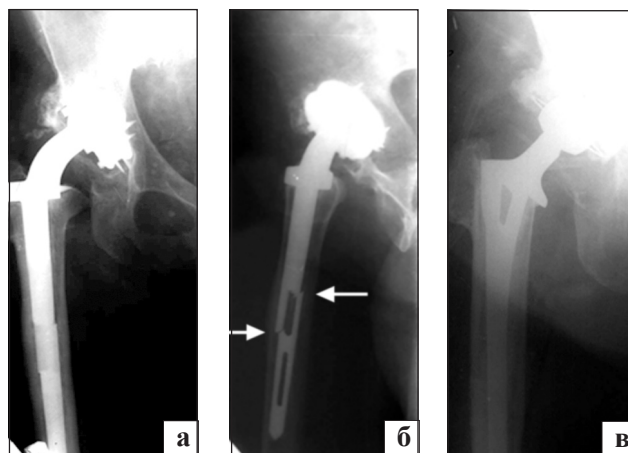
Фотоотпечатки рентгенограмм пациентки Л., 59 лет, ист. болезни № 31155: а) после эндопротезирования тазобедренного сустава эндопротезом А.А. Коржа – Н.И. Кулиша (1981 г.); б) через 18 лет – перелом ножки эндопротеза; в) после удаления эндопротеза и реэндопротезирования конструкции на костном цементе (2000 г.)
